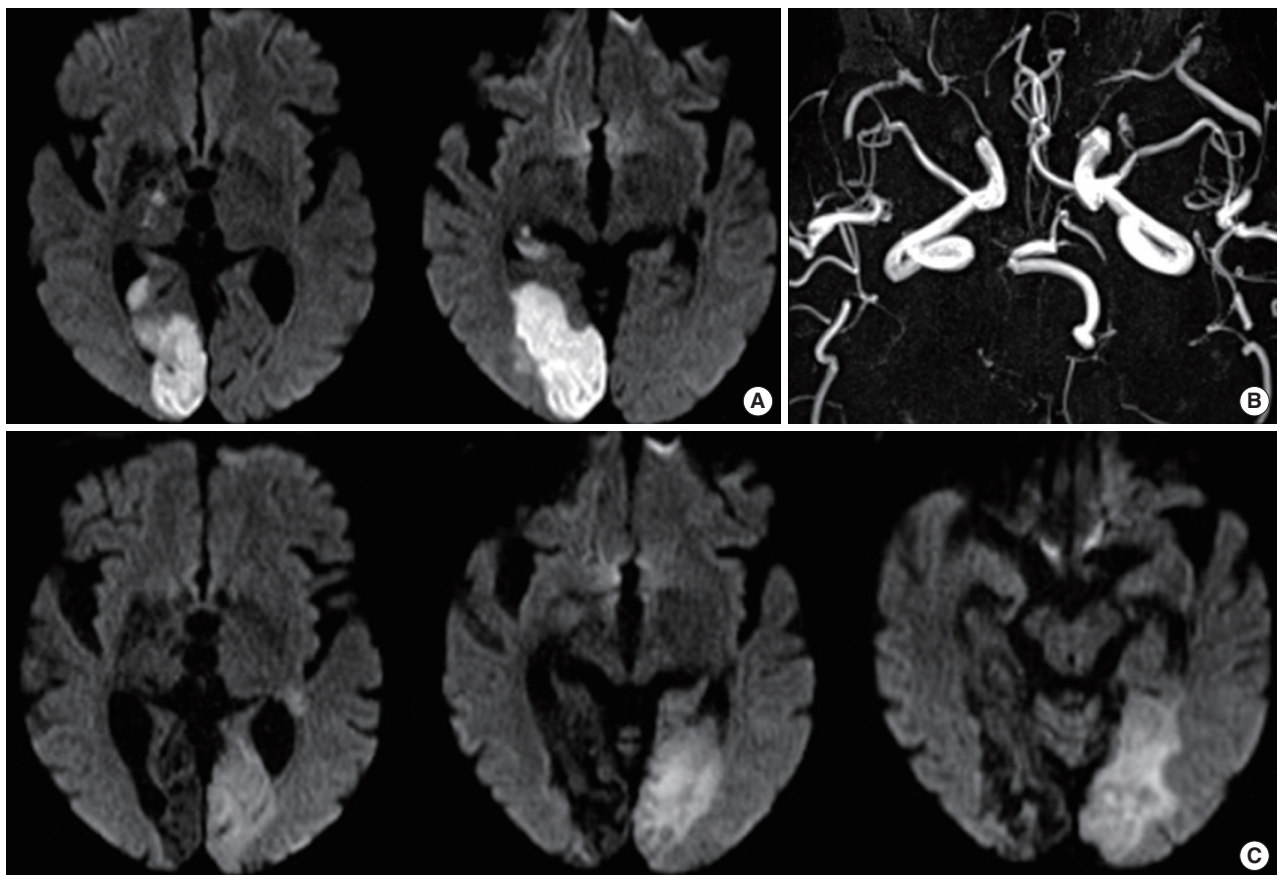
MRI findings. (A) Initial diffusion-weighted imaging (DWI) shows right posterior cerebral artery (PCA) territory infarction. (B) MR angiography reveals right PCA occlusion and left PCA stenosis. (C) Follow-up DWI shows newly developed left PCA territory infarction.
